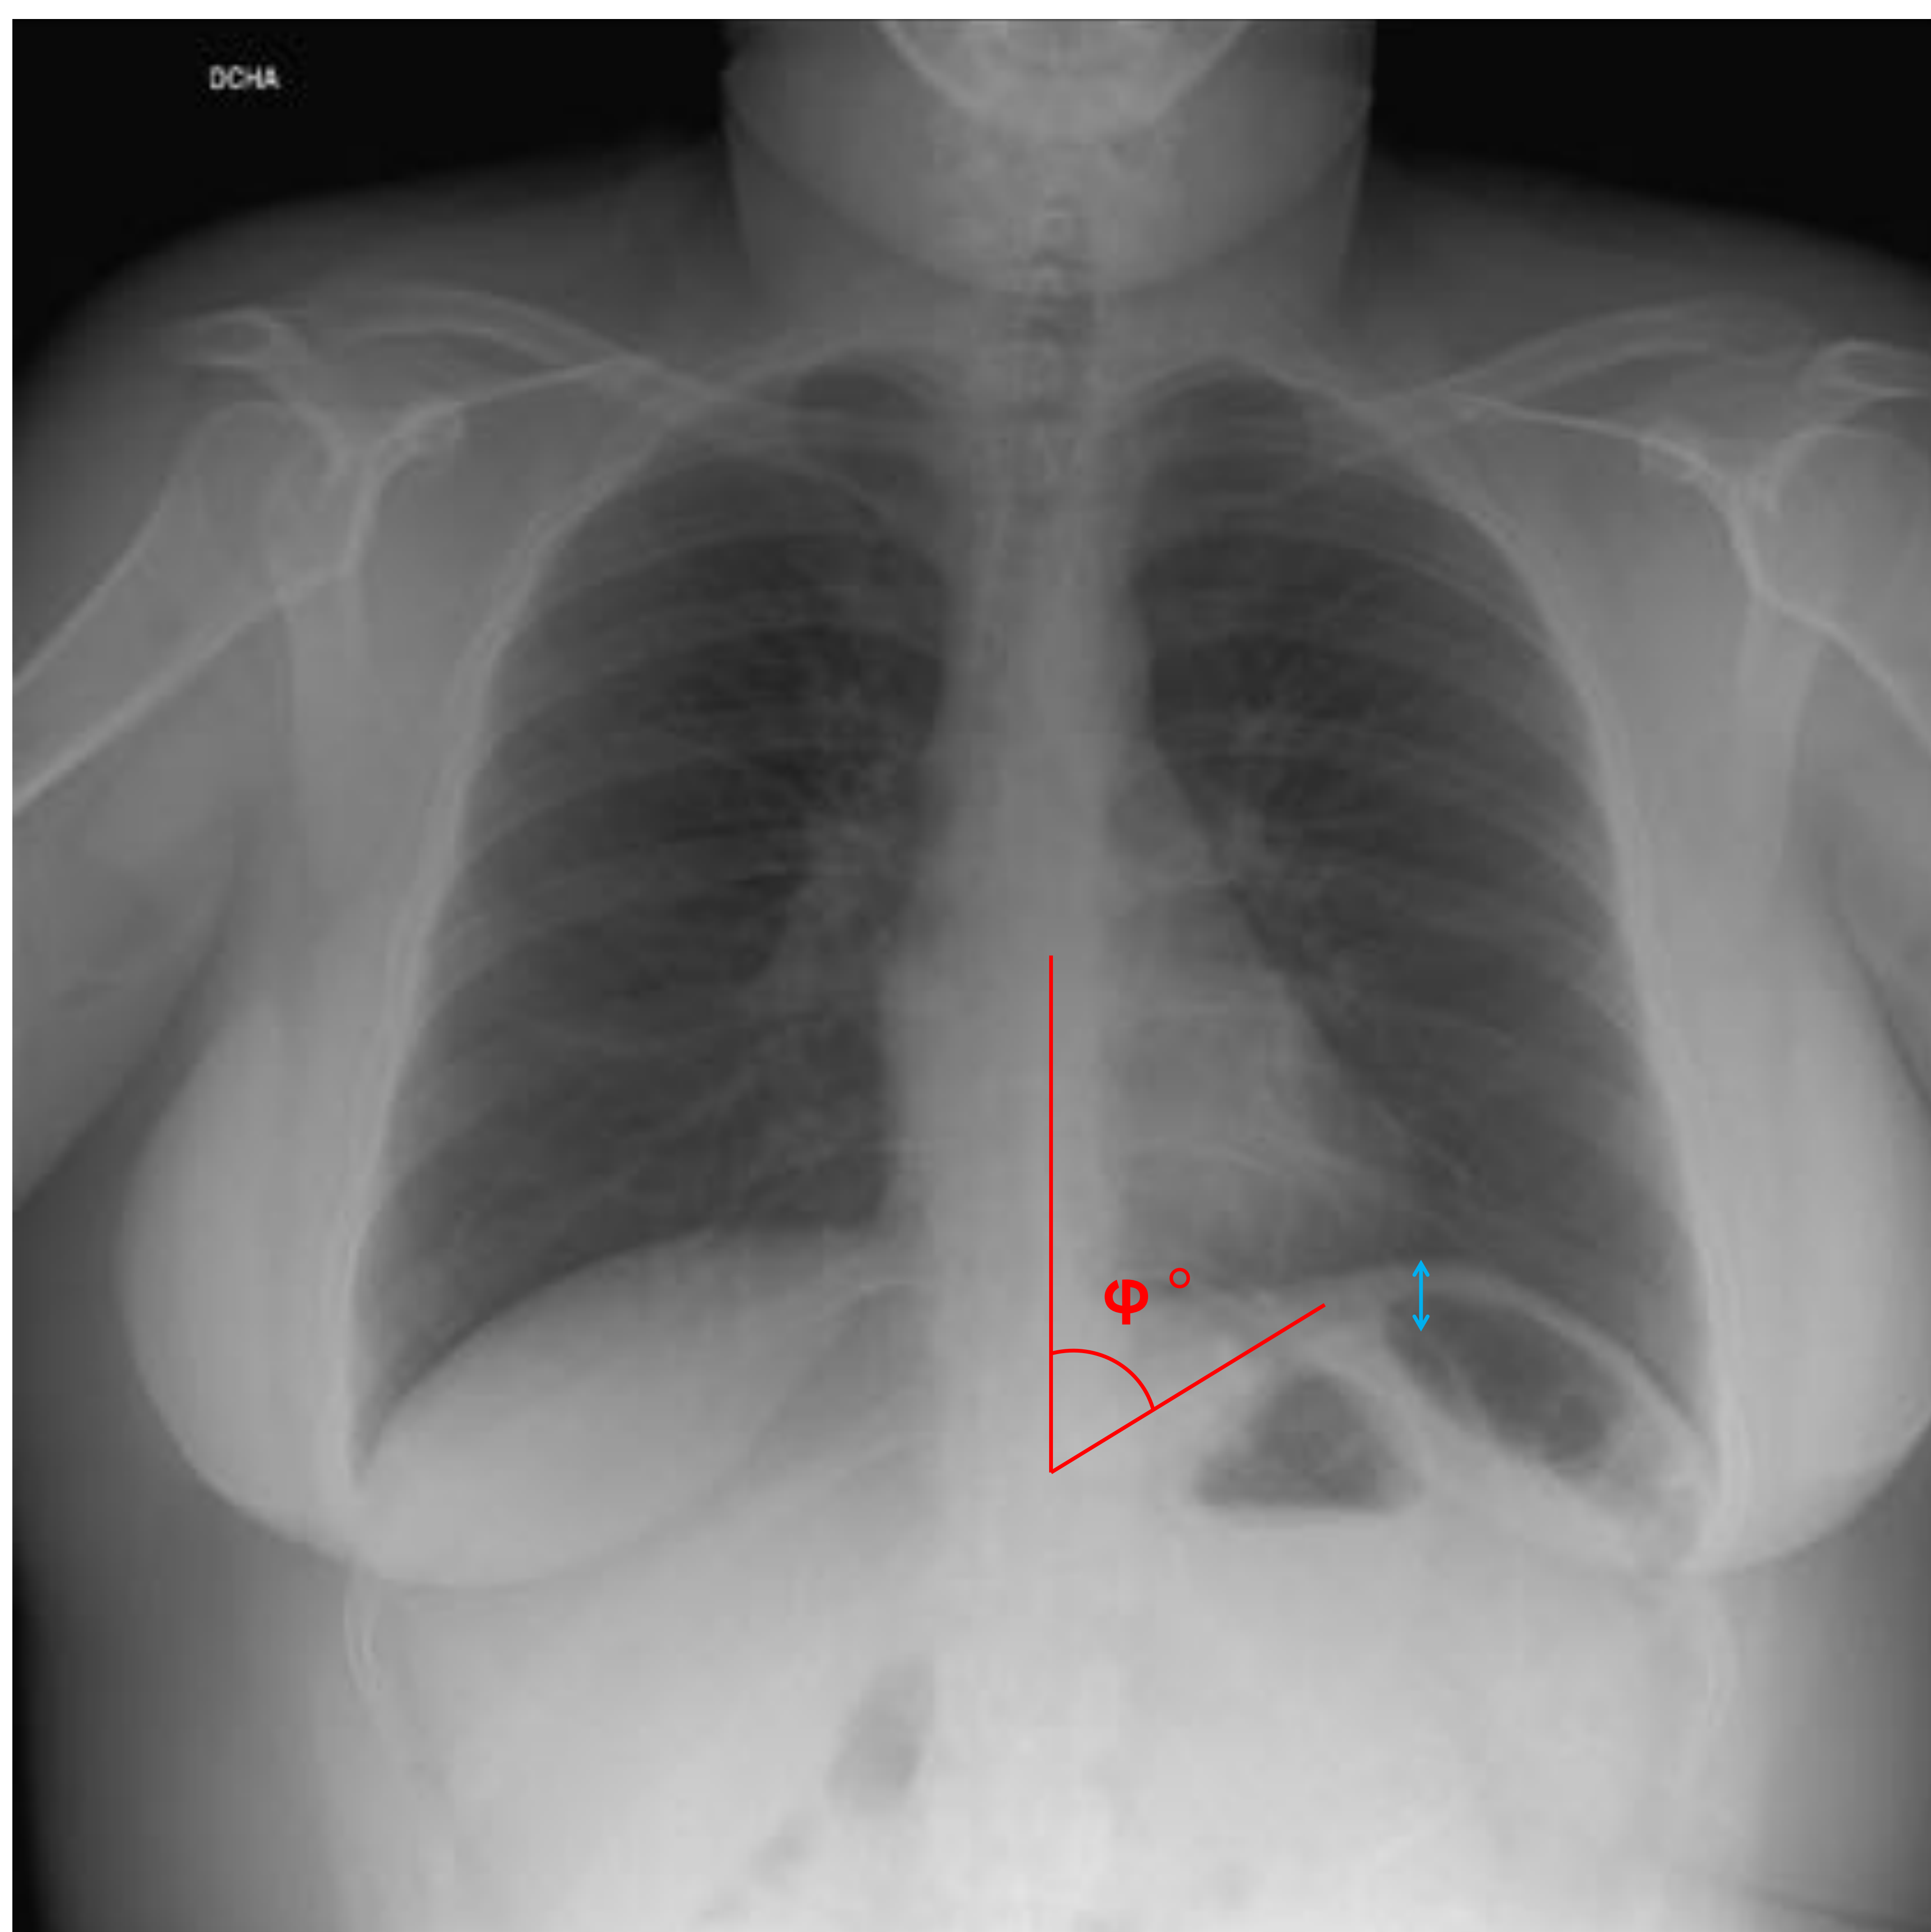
Radiografía de tórax normal. Paciente portador de banda gástrica. Ángulo $\phi = 48^\circ$. Distancia al diafragma = 2 cm.
